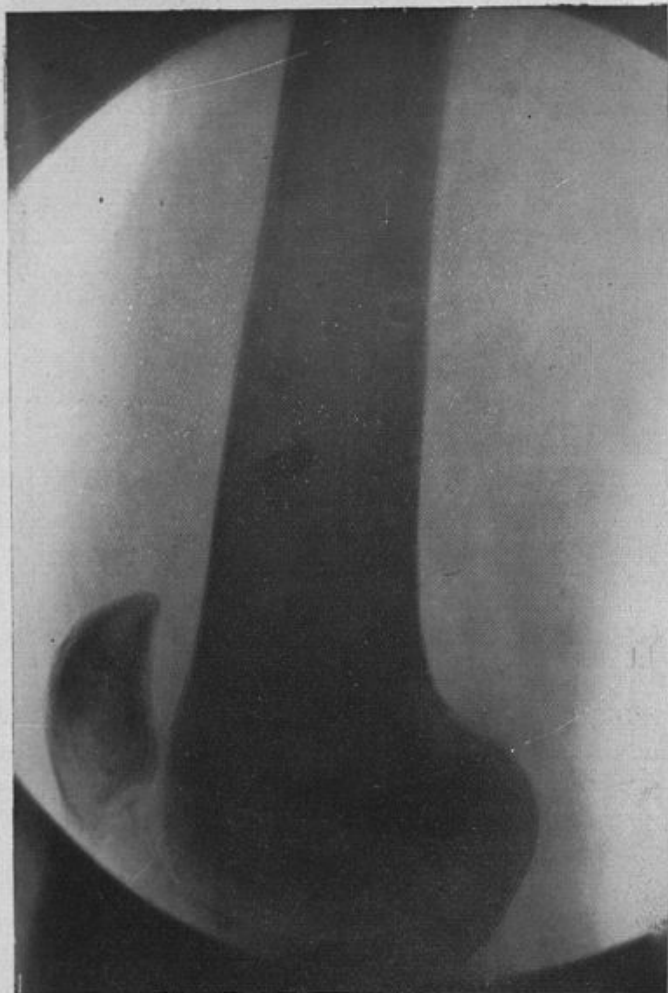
Derv..., Pierre. Radiographie de profil, bien axée, montrant le projectile se projetant sur l'ombre du fémur, près de sa face antérieure, à deux travers de doigt environ au-dessus du condyle interne (2 juillet).
